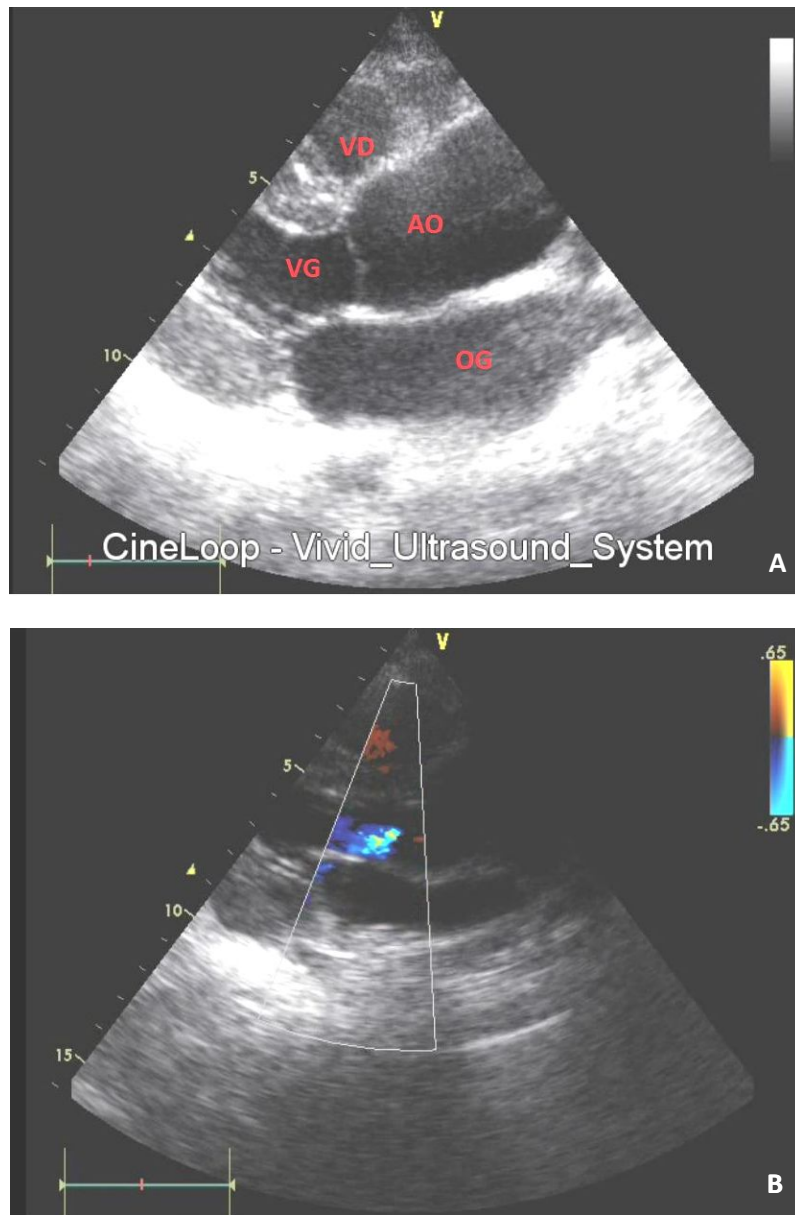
A. Echocardiographie transthoracique bidimensionnelle en coupe parasternale grand axe du ventricule gauche, en mode TM (temps-mouvement) montrant une aorte initiale dilatée.
